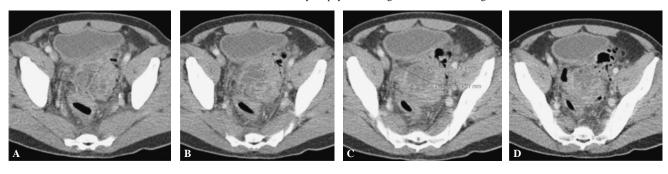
(A-D). Correlación de imágenes axiales en paciente masculino de 67 años, con sospecha de enfermedad diverticular complicada a la que se le realiza estudio de TC que permite demostrar la afección inflamatoria Hinchey IB, absceso pericólico confinado. Obsérvese la grasa heterogénea y el efecto de compresión extrínseco sobre sigmoides por imagen pericolónica compatible con absceso menor de los 5 cm.
